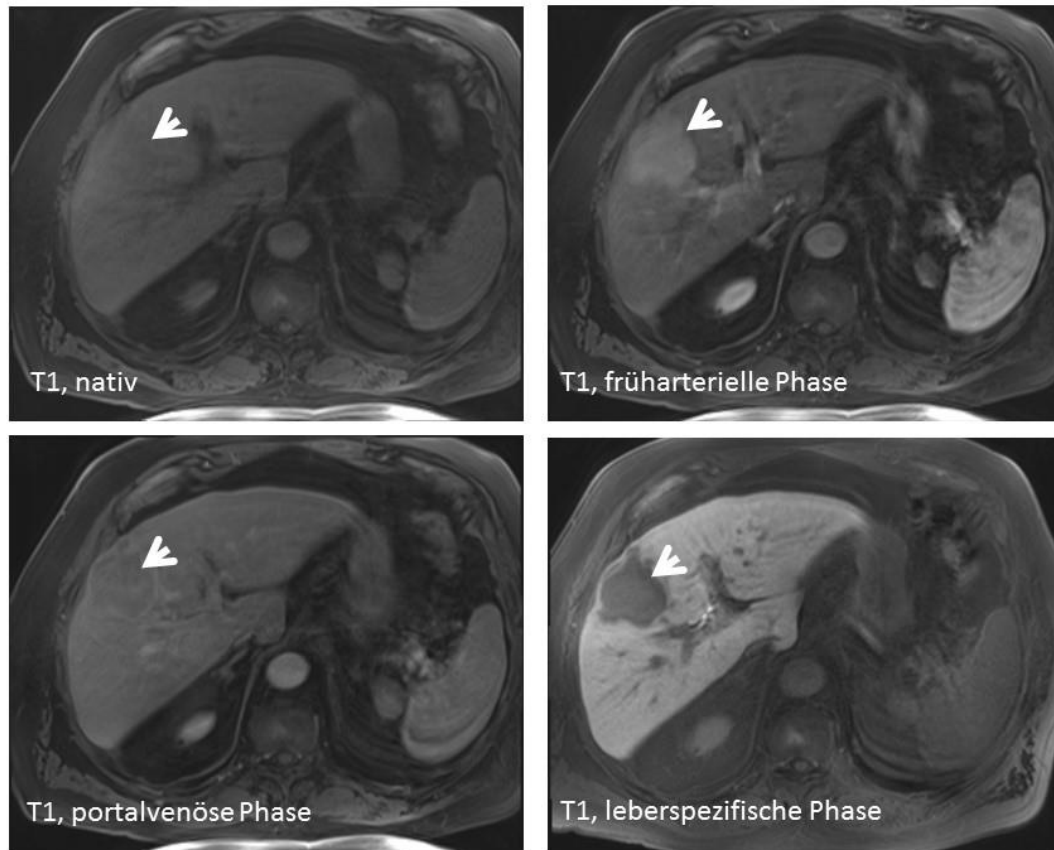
Darstellung eines hepatozellulären Karzinoms im MRT in den verschiedenen Kontrastmittelphasen
